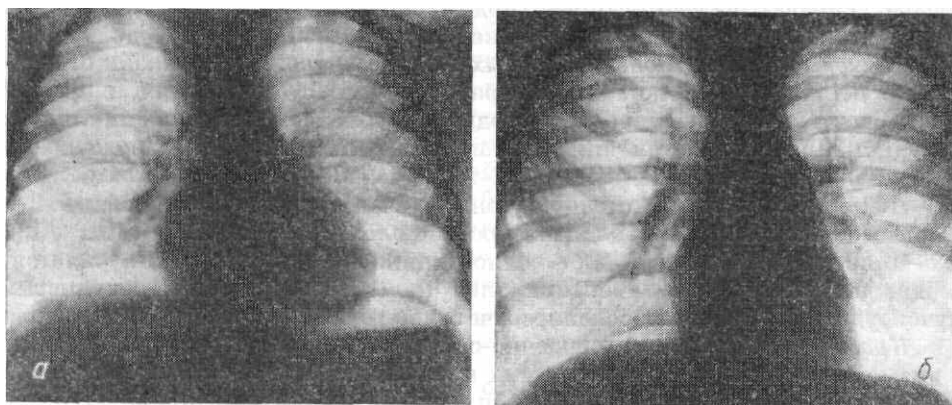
Прямые передние рентгенограммы органов полости грудной клетки детей. а — 3 года, форма сердца обычная, положение косое; б — 12 лет. форма сердца митральная, удлинение и выбухание дуги легочного ствола, положение сердца косое.
